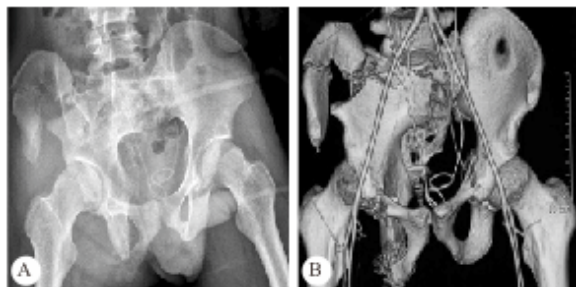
骶髂关节前脱位(I 型)患者术前骨盆正位 X 线(A)和骨盆 3D-CT(B)
